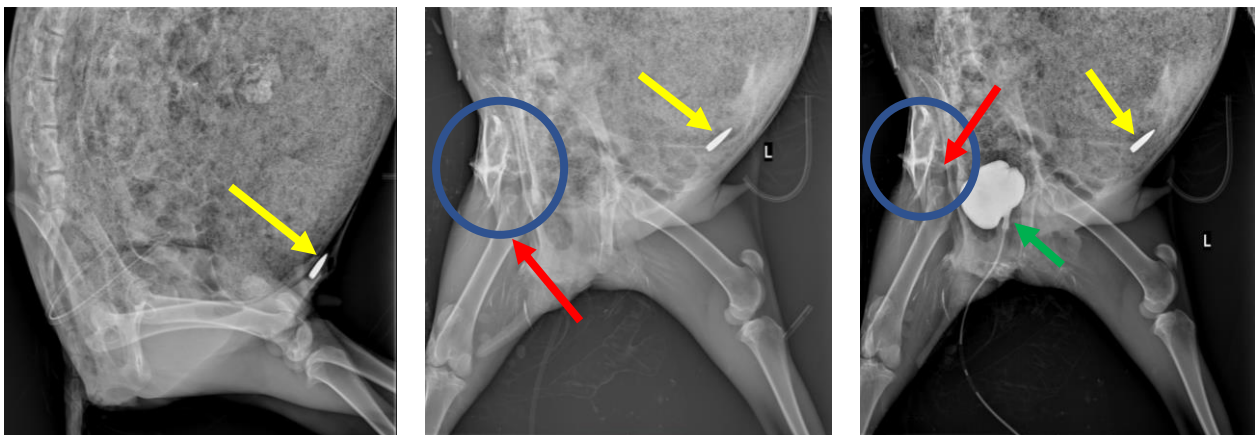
Рентгенограми, вульнерографія (фістулографія), абдомінальної, тазово-кульшової анатомо-функціональних зон. Кульове проникне поранення передньої стінки живота. БК 26,48x5,2 мм (калібру 5,45 мм, патрона 7Н10), розташована підшкірно до апоневрозу в нижньому відділі на рівні кульшових суглобів (жовта стрілка).
